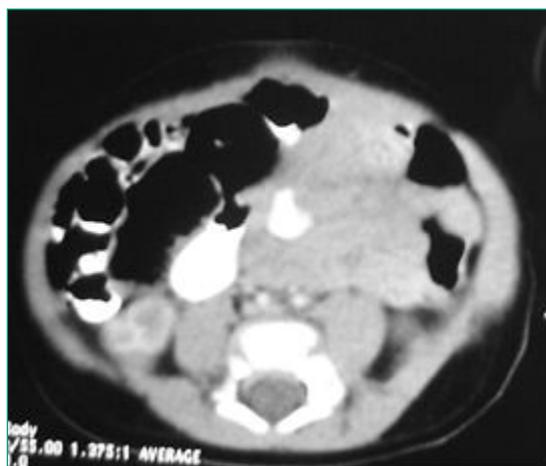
Tomografía de control que fue reportada como normal.
